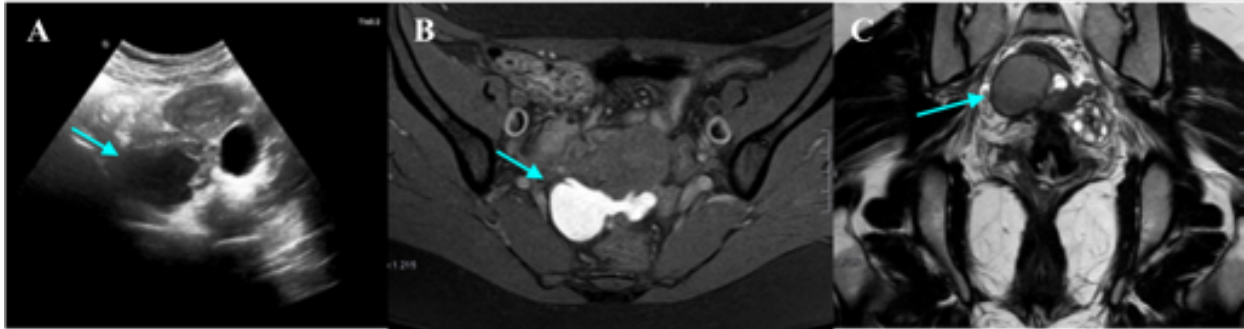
Mujer de 32 años consulta por dolor en hipogastrio y spotting. Pendiente de estudio de endometriosis. (A) En ecografía se identifica imagen quística anexial derecha (flecha), de 3,4 cm de diámetro, con pared delgada, finos ecos internos y ausencia de flujo Doppler. En el diagnóstico diferencial habría que incluir el quiste hemorrágico y el endometrioma. También se observó un pequeño quiste folicular anexial izquierdo. RM de pelvis con secuencias T1FS axial (B) y T2 coronal (C) en la que se observa una lesión hiperintensa en T1 e hipointensa en T2 con efecto sombreado (“shading”) compatible con endometrioma (flechas).
